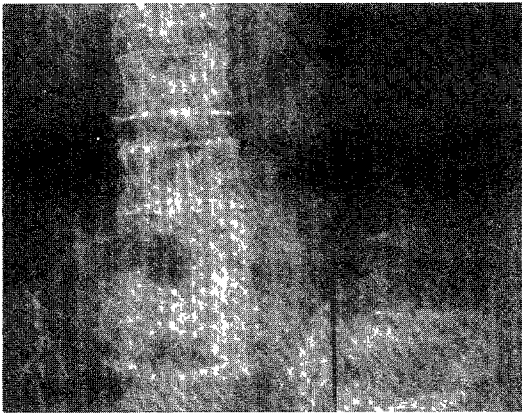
Roentgenogram of lumbar spine shows severe destruction and collapse of L4 vertebra.
